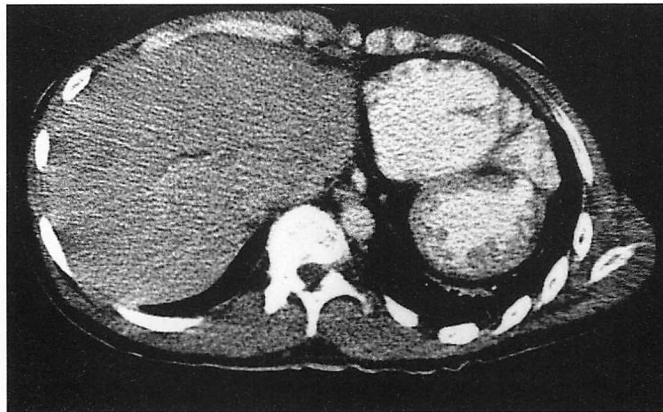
Contrast X-ray CT scan
